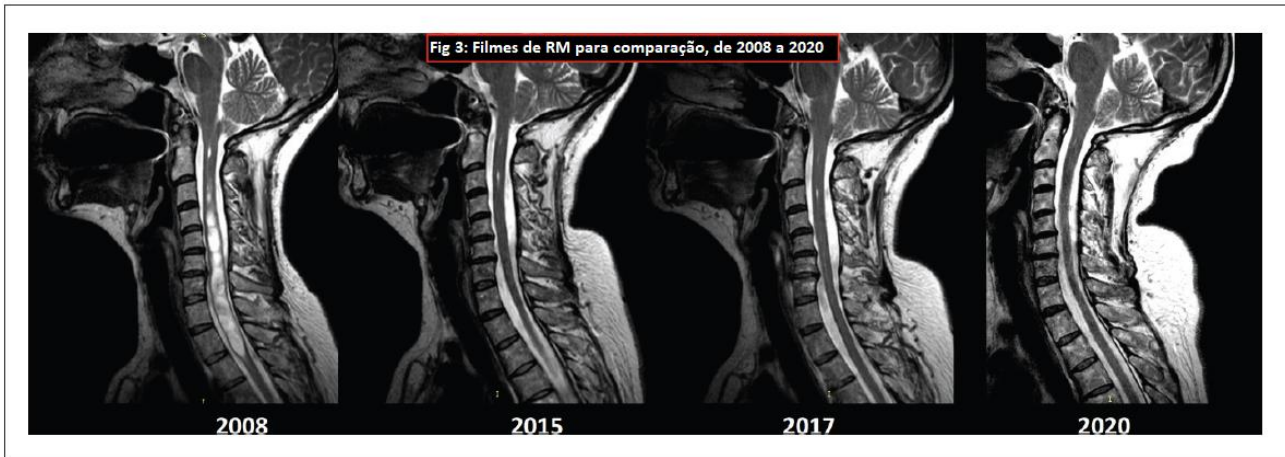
Filmes de RM para comparação, de 2008 a 2020.
